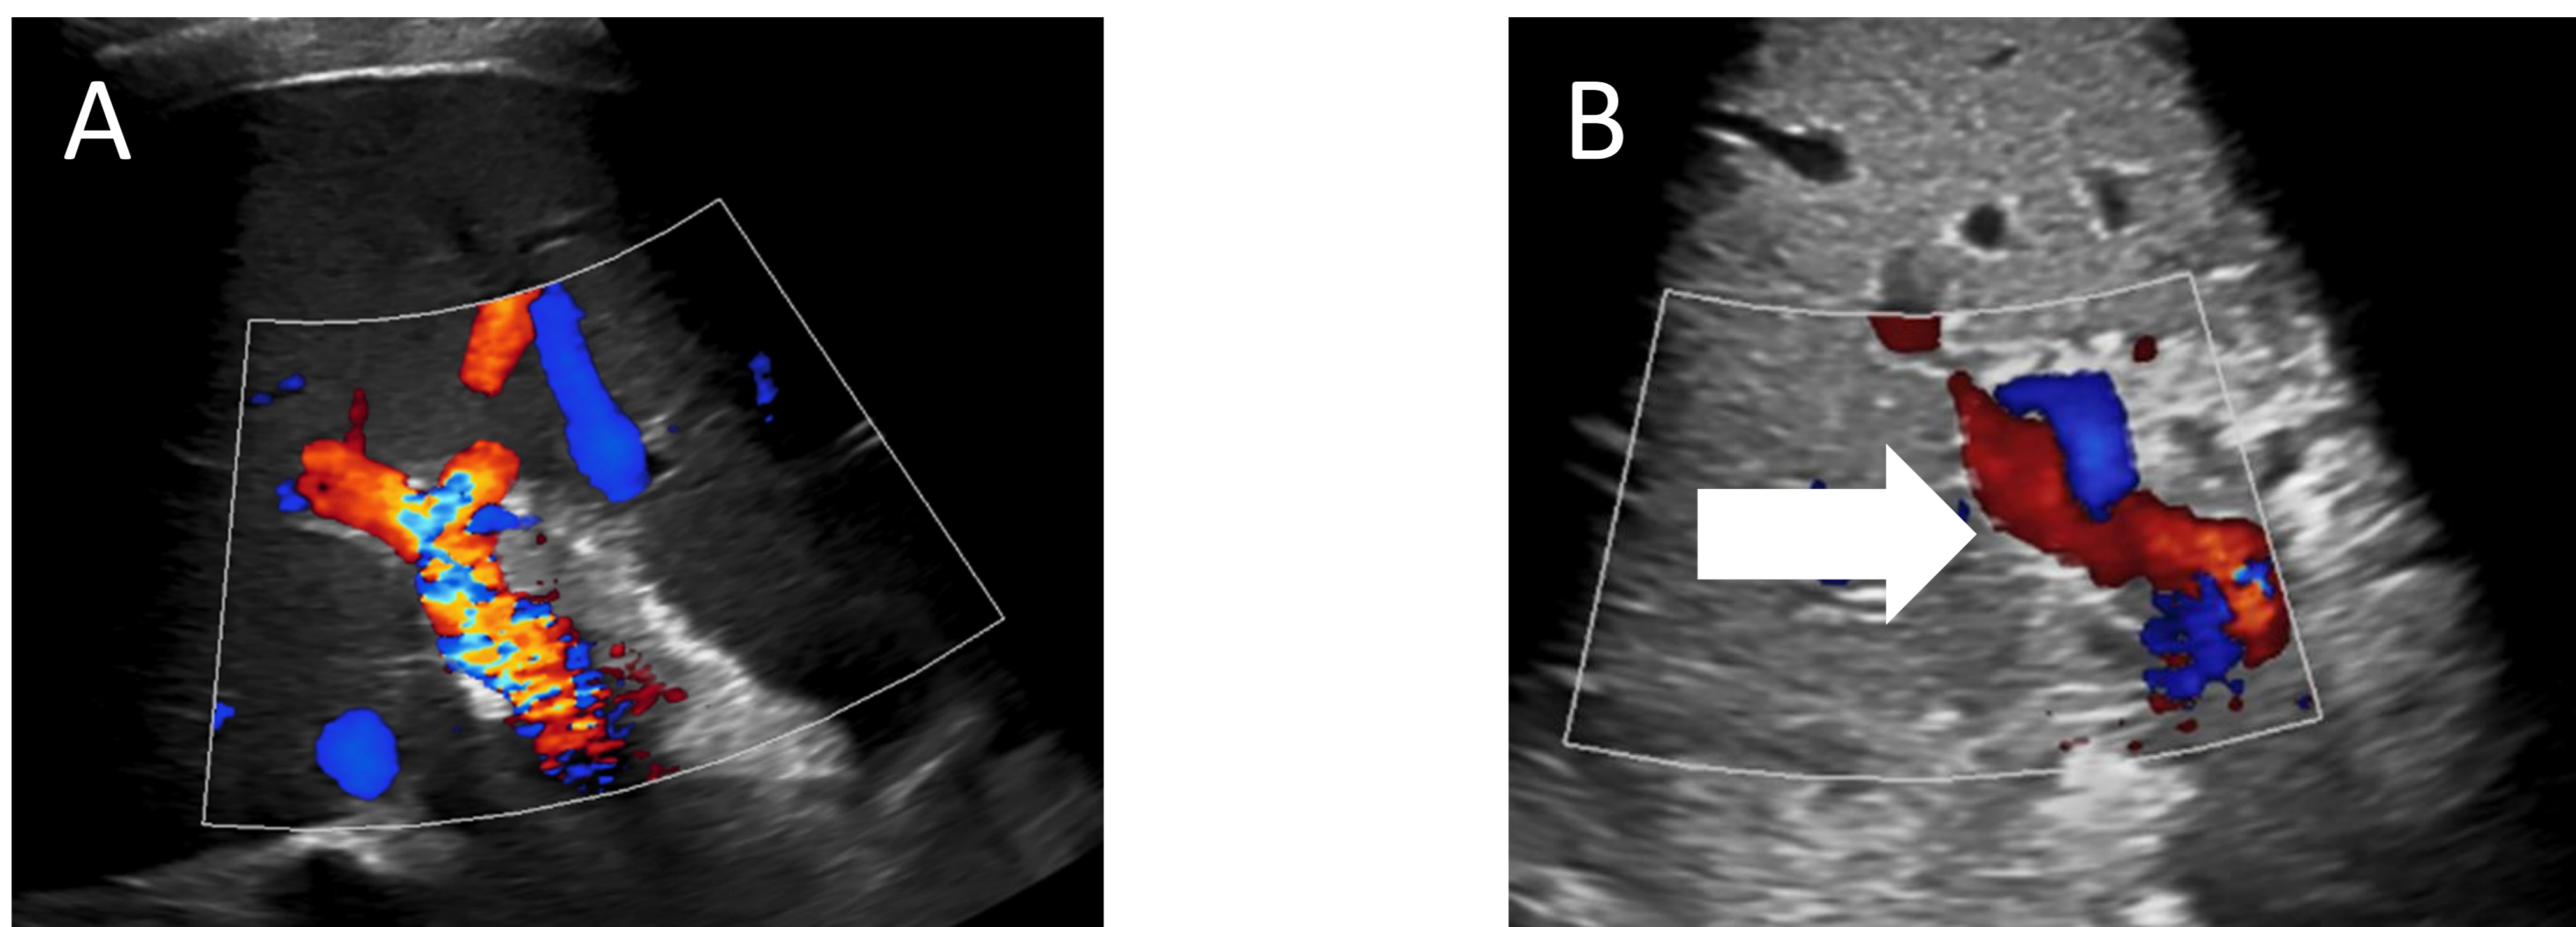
Estudio venoso portal en ecografía de injerto hepático realizada a las 24 horas post-trasplante en dos pacientes distintos. La imagen Doppler color (A) muestra aliasing post-anastomótico. La imagen (B) muestra flujo helicoidal
